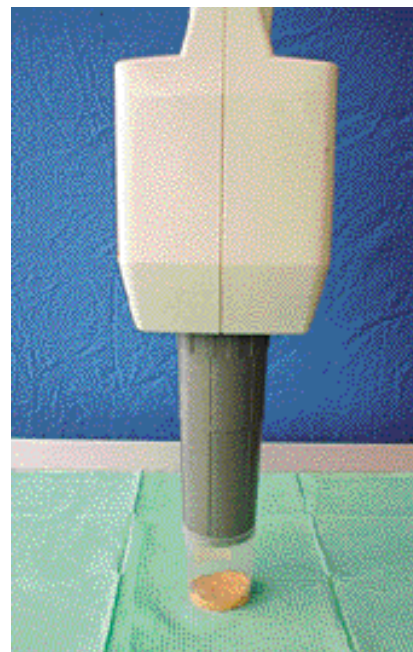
Tecnica radiografica standardizzata.
